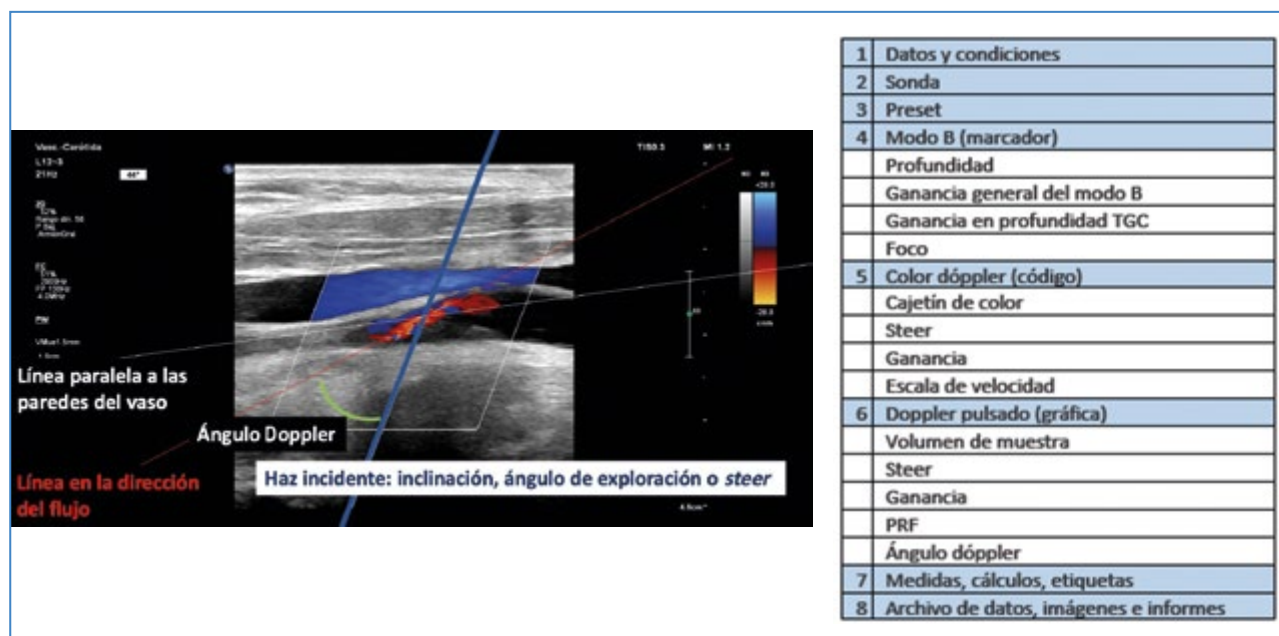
Ángulo Doppler, formado por el haz incidente y la línea de dirección de flujo del vaso.
